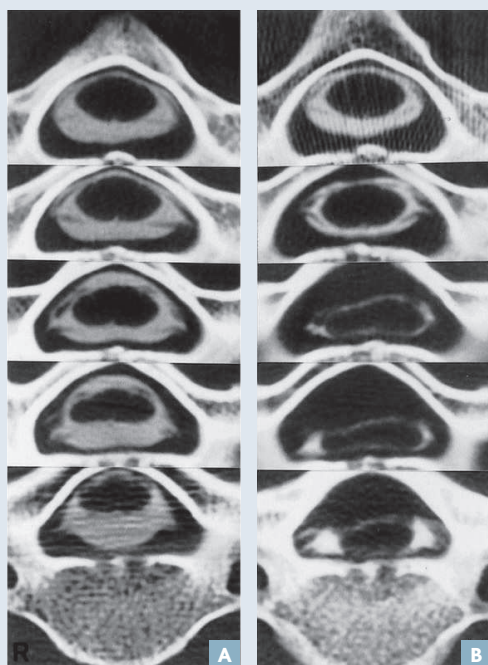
CT-scan avec myélographie (patient souffrant d'une MH). De haut en bas, coupes transversales des niveaux vertébraux de C3 à C7.
